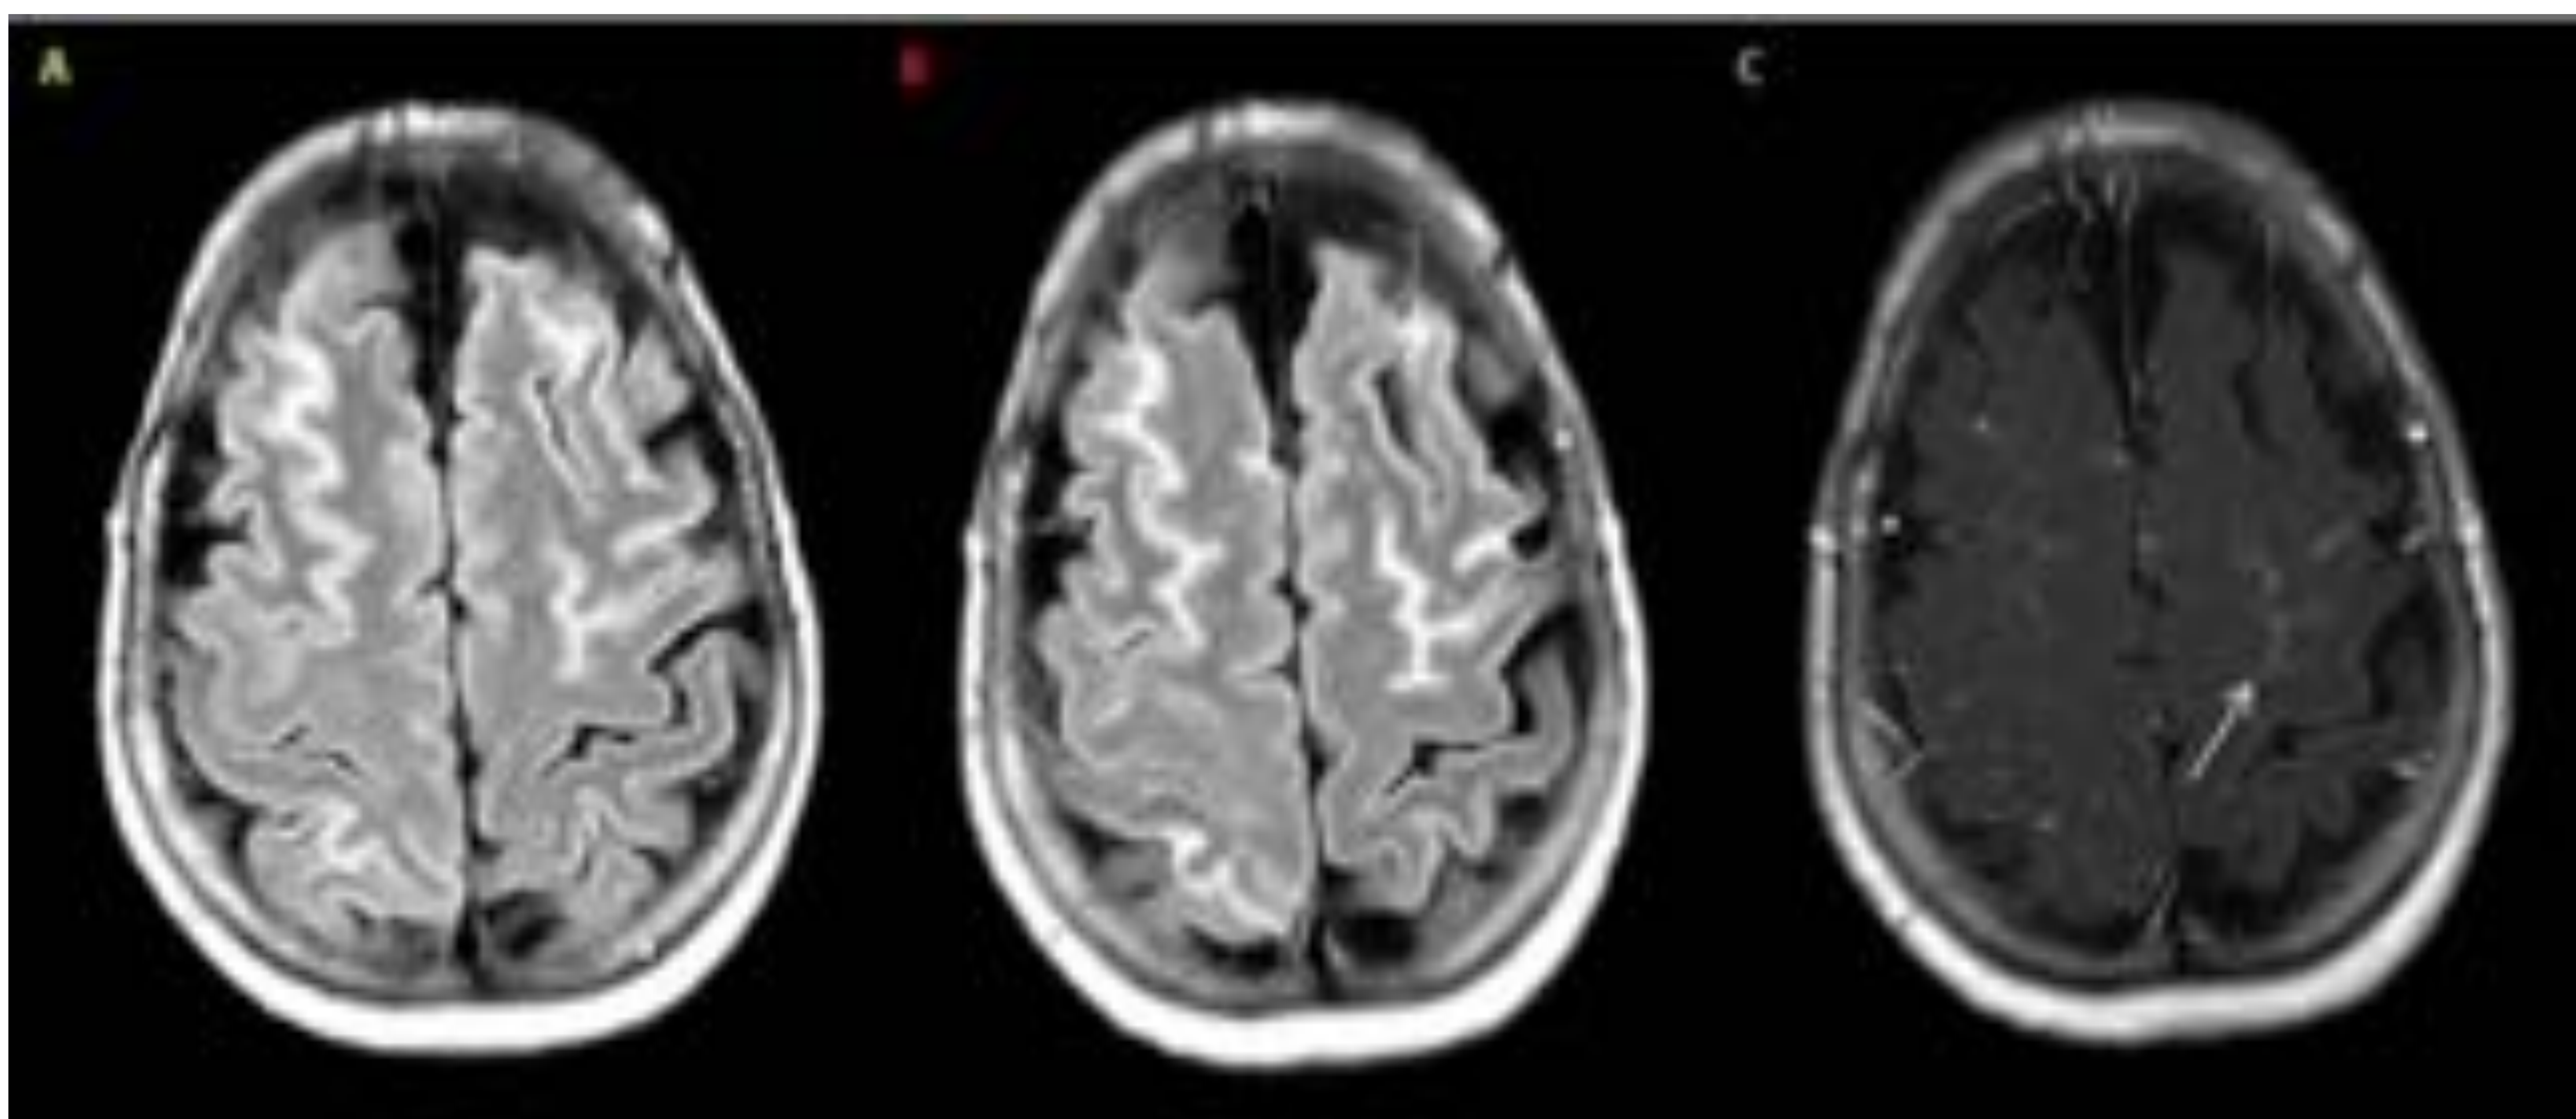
Carcinomatosis leptomeníngica. Paciente con antecedente de cáncer de pulmón con signos de diseminación leptomeníngica en forma de áreas de aumento de señal en surcos de la convexidad frontoparietal bilateral en secuencia FLAIR (A), que presentaban realce con contraste intravenoso tanto en secuencia FLAIR con contraste (B) como en T1 con gadolinio con transferencia de magnetización (flecha en C).
